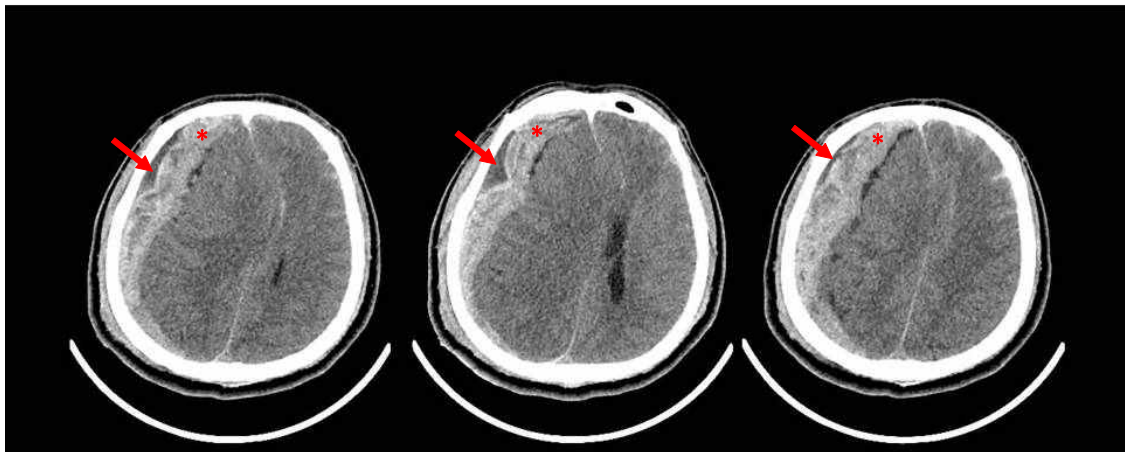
고 백남기씨의 초기 뇌단층촬영검사. 우뇌 볼록면의 다량의 급성경막하출혈(빨간 별표)와 급성경막하수종⁴⁾(빨간 화살표)로 인해 우뇌가 좌뇌를 누르면서 우측뇌실이 완전히 소실되었고 좌측뇌실도 늘리고 있으며 정중선 이동이 극심하다.
